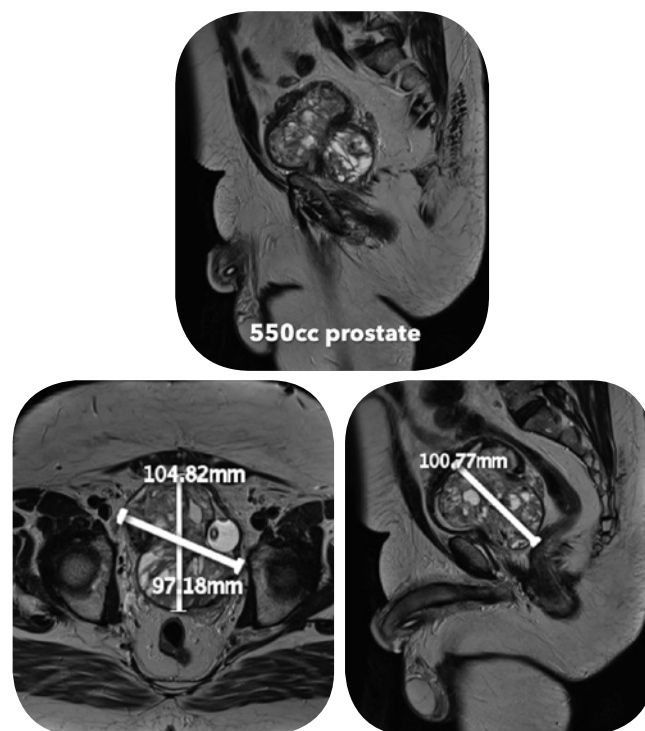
Ressonância magnética pré-embolização.
